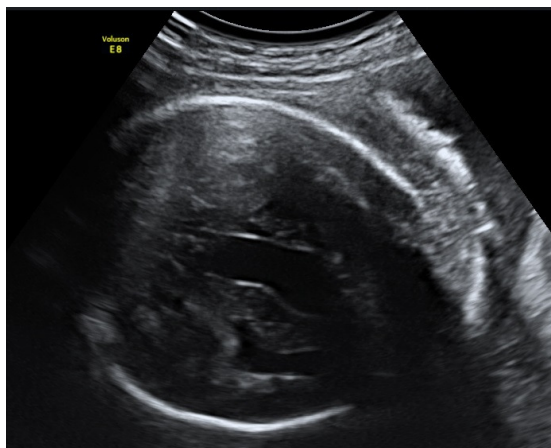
超音波發現胎兒腦部後上方中線一個囊狀柱狀的病灶
